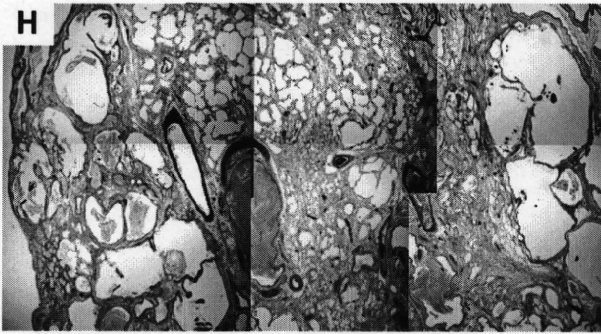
図Fに典型的な重喫煙者の76歳、男性 CPFE 患者の剖検肺組織標本を示す。HRCT で気腫病変はおもに上葉に、線維化病変は下肺をおもに分布しているものの、肺組織内はこのように気腫病変と線維化病変が混在している。気腫によるのう胞内にはやはり途絶した肺動脈断端があり、その周囲には Rtp801 高発現肺胞マクロファージが集簇している。その周辺の肺胞壁は繊維化しており、fibrotic NSIP パターンを呈している。その線維化した肺胞壁に囲まれてやはり Rtp801 を強発現し
